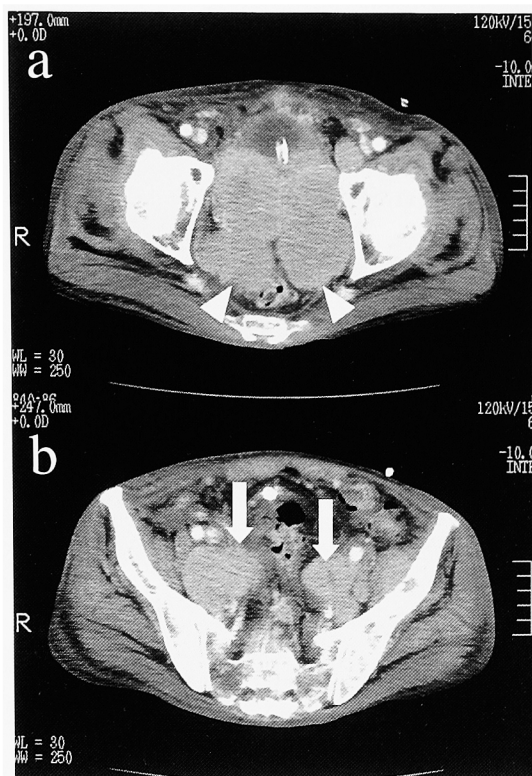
Pelvic CT shows a giant lobular prostatic tumor, estimated to be over 500 g in weight (a: indicated by white arrowheads), and multiple lymph node metastasis (b: indicated by white arrows).
